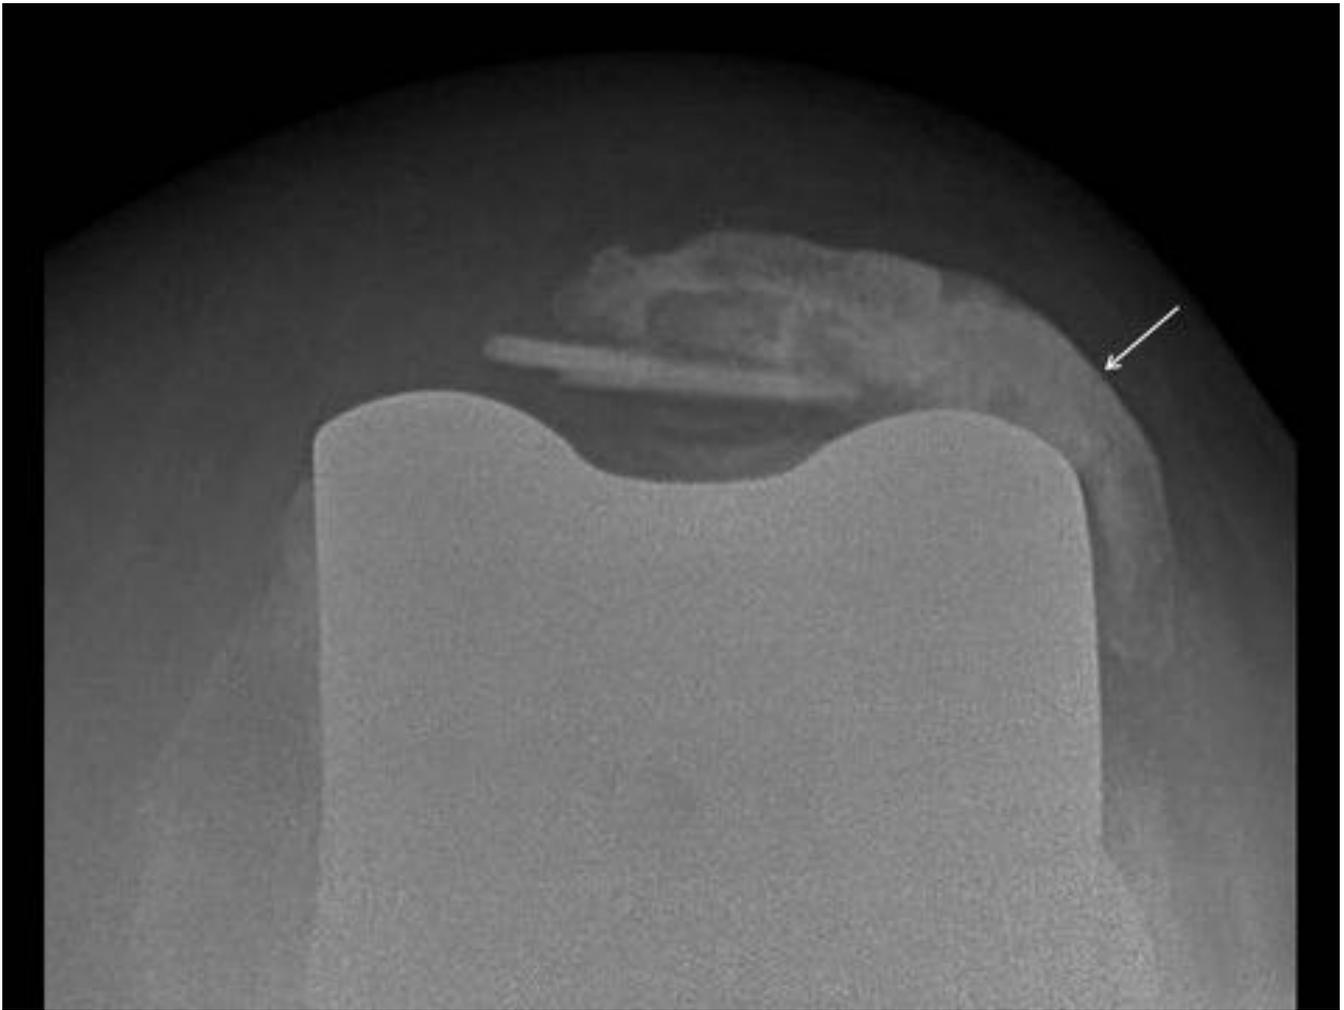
Necrosis del botón patelar. Mujer de 72 años, 9 años después de la prótesis total de rodilla. La radiografía axial muestra una esclerosis del hueso con colapso parcial en el margen lateral del recubrimiento patelar (flecha) con signos de aflojamiento.
